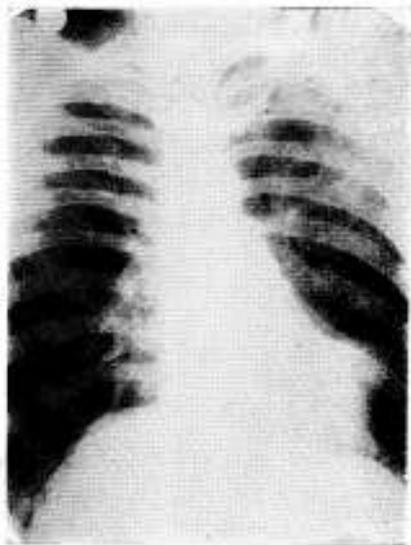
Comparando estas reproducciones con las de la figura 1 podemos apreciar el aumento progresivo de la deformación del ventrículo. Esta deformación tiene su expresión máxima en la radiografía obtenida en una posición oblicua anterior derecha.
